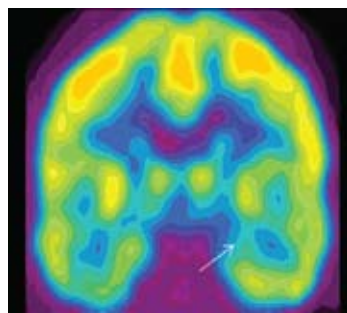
Позитронная эмиссионная томография – зона гипометаболизма глюкозы в медиобазальном отделе левой височной доли у больного с криптогенным вариантом височной эпилепсии.
